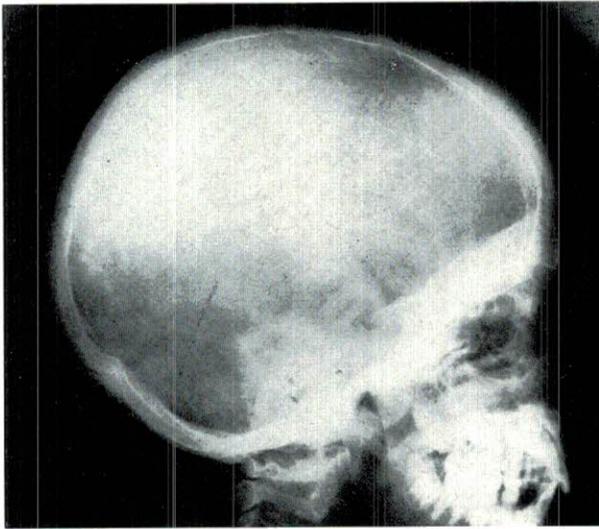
Radiografia del cranio di un bambino affetto da morbo di Cooley: osteoporosi microareolare e ispessimento della diploe.
